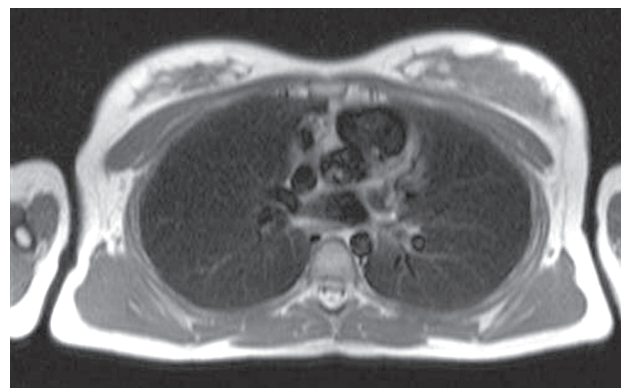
МРТ. T1-взвешенное изображение, поперечная плоскость. Видно расширение выносящего тракта правого желудочка
